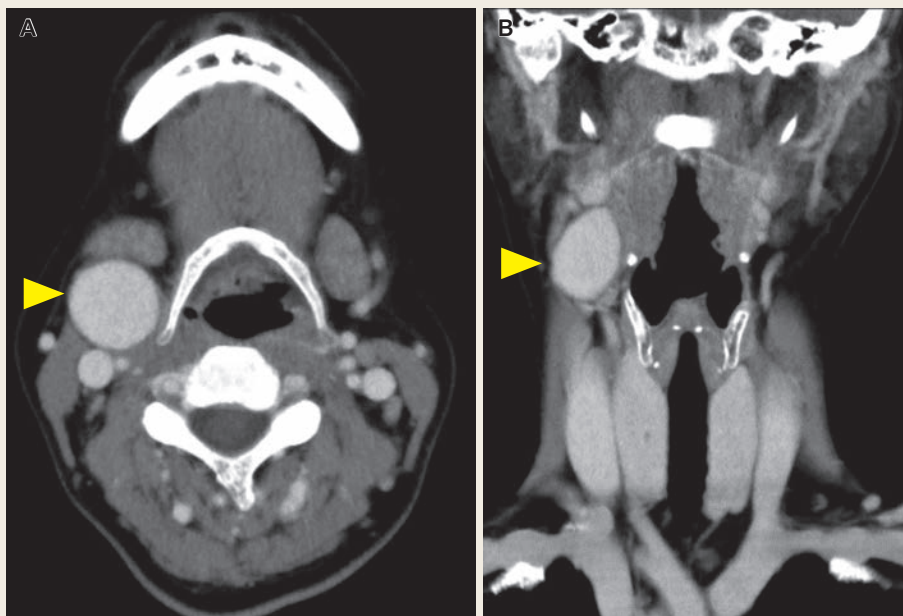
Contrast-enhanced computed tomography (CT) (A : Axial section, B : Coronal section)
